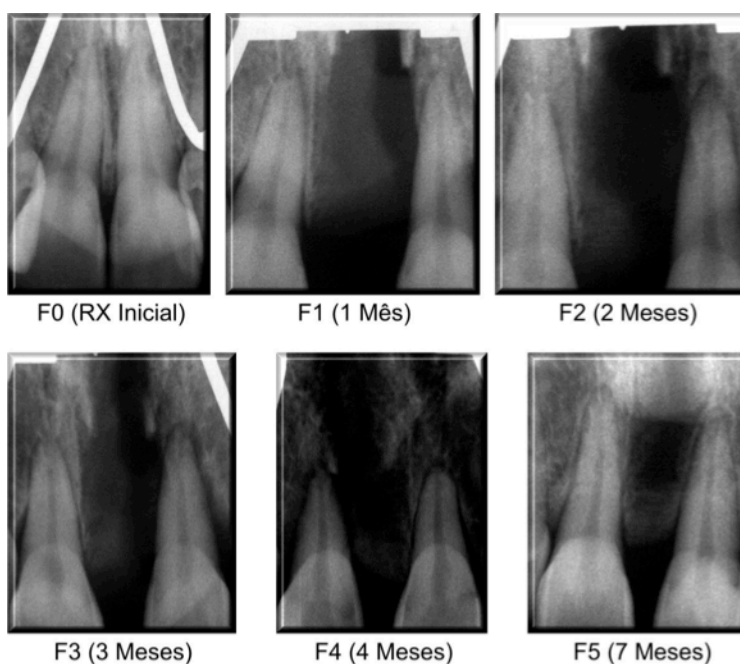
Radiografias digitais SPM anterior do paciente oito, nos tempos medidos no pré-operatório (F0), um mês pós-operatório (F1), dois meses (F2), três meses (F3), quatro meses (F4) e sete meses (F5) do grupo controle.
